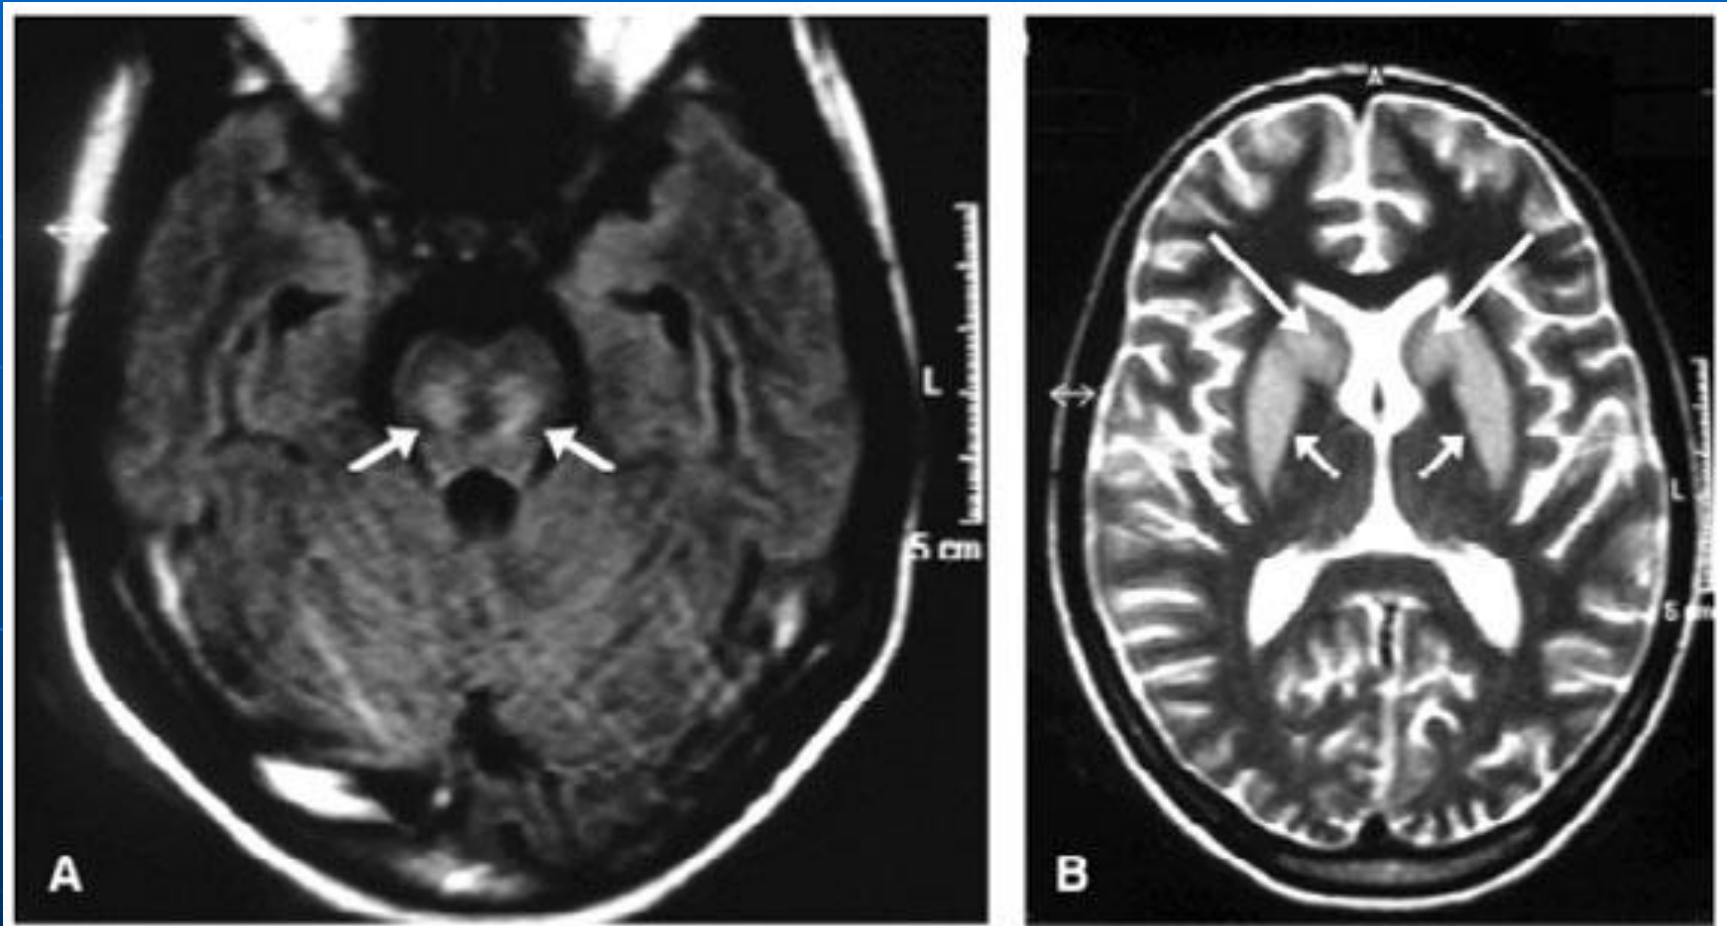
Brain magnetic resonance imaging. A) Axial image using the FLAIR sequence within the basis pontis shows lesions caused by myelinolysis (white arrows). B) Axial T2-weighted image shows symmetric hyperintense and bilateral lesions to caudate nucleus (large arrows) and to putamen (small arrows)
